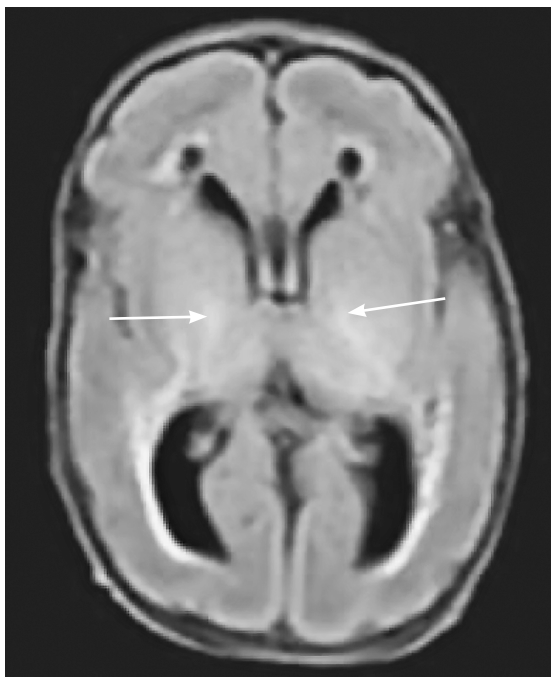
Задержка миелинизации в таламусах (отмечены стрелками). T2-ВИ, аксиальный срез. Пациент Б. Гестационный возраст при рождении — 27 недель, возраст к моменту проведения МРТ — 29 недель постконцептуального возраста
